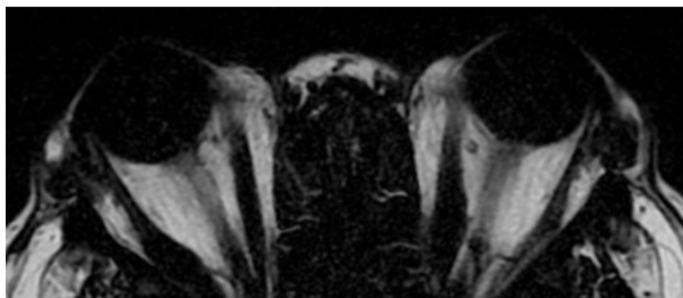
Ressonância magnética de órbita em corte axial em T1 com saturação de gordura revelando aumento da gordura retrobulbar.
